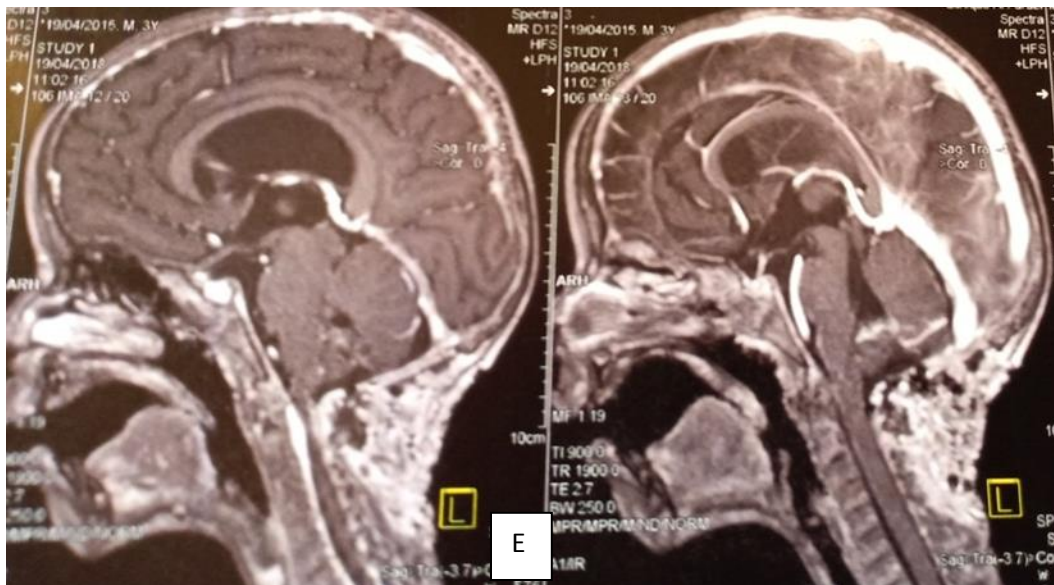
E): IRM post opératoire coupe sagittale T1 injecté Résection totale, absence de reliquat tumoral.
